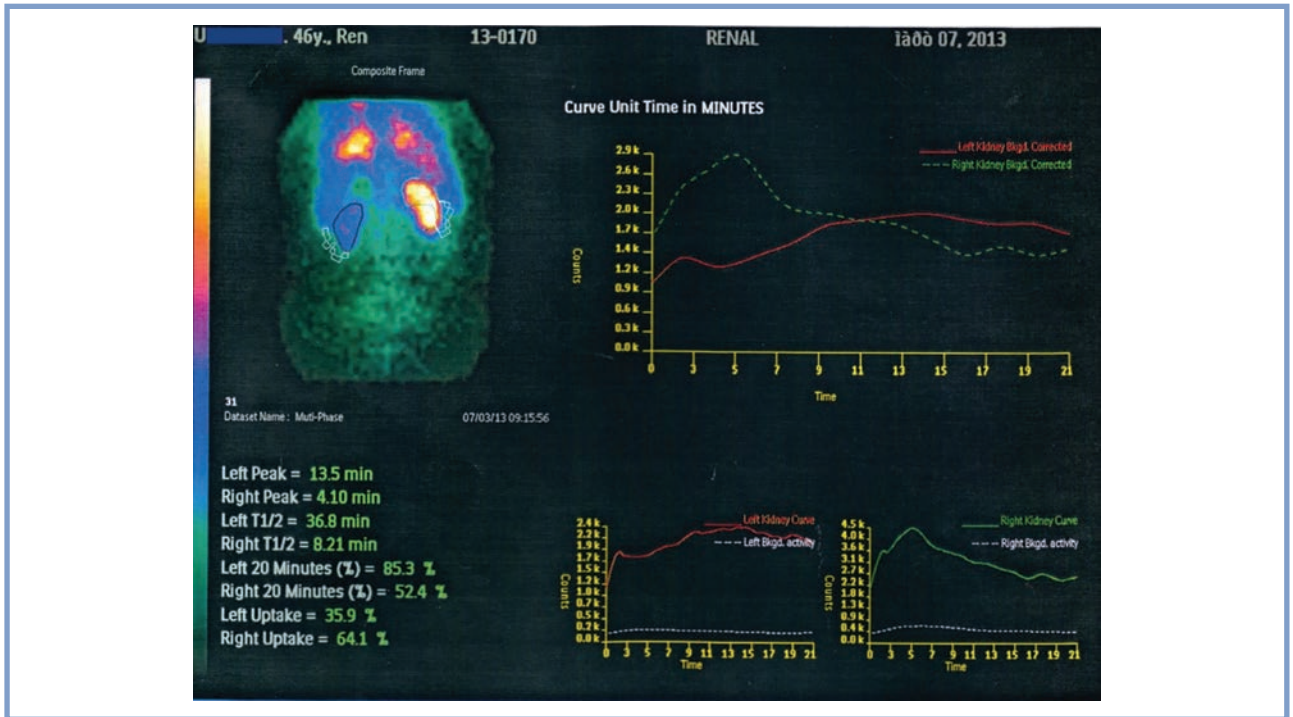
Динамическая нефросцинтиграмма от 07.03.13.
